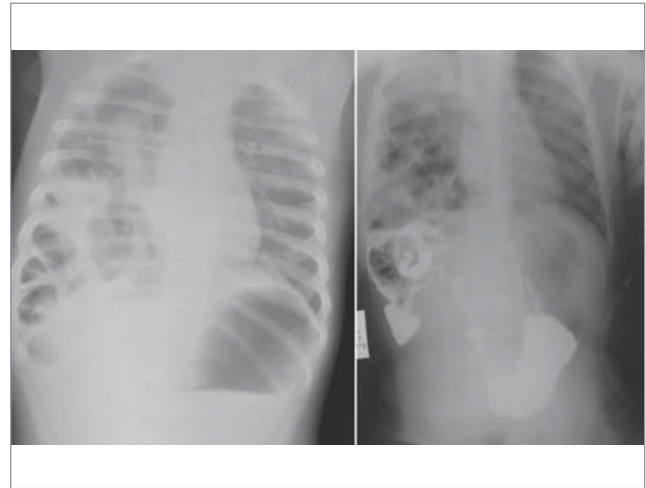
Оглядова й контрастна рентгенограма ОГК та ОЧП пацієнта (візуалізуються петлі кишечника у правій половині грудної клітки)
